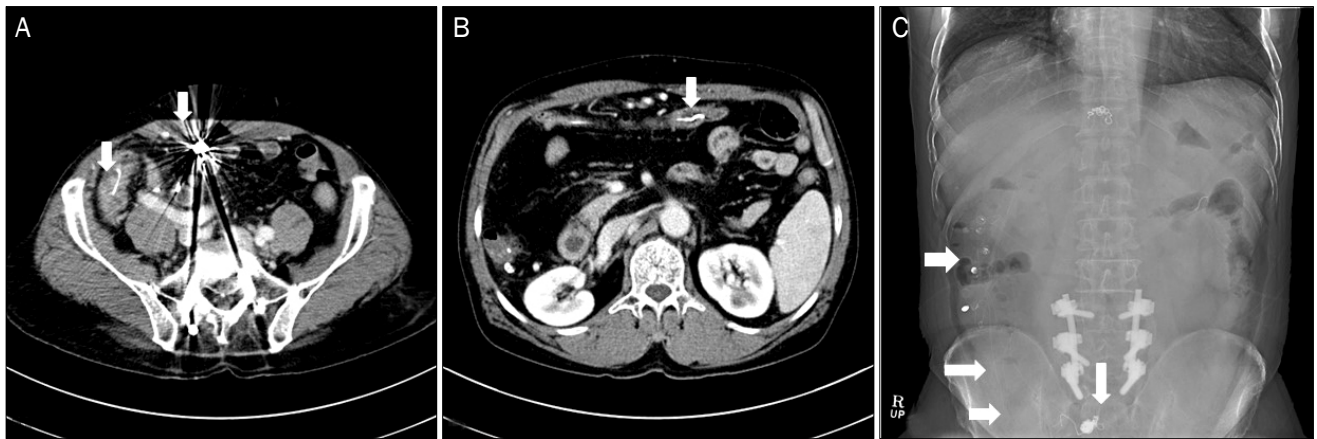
CT showing a linear high density material from the small bowel (A) to the mid to distal transverse colon (B). (C) Abdominal x-ray showing a linear material (white arrows).
